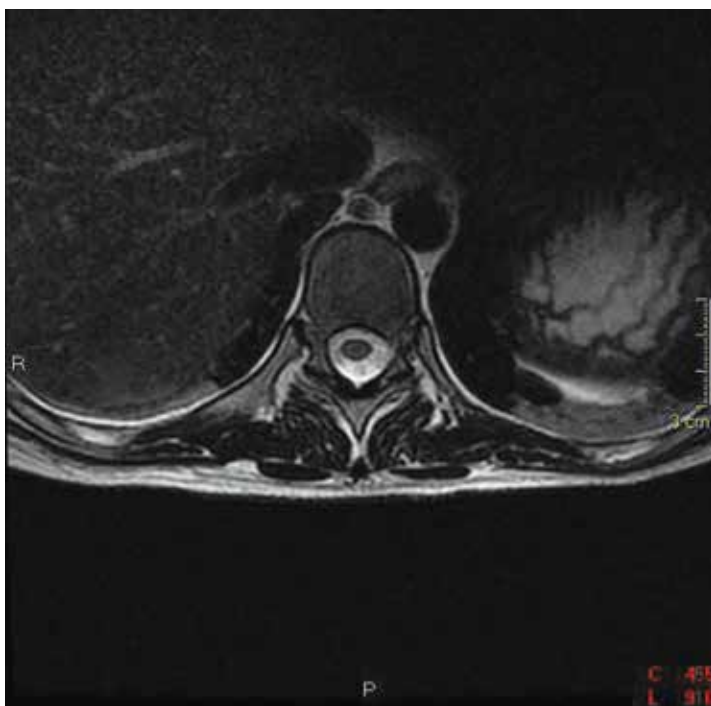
Imagem axial de ressonância magnética (ponderada em T2) mostrando reabsorção de hematoma subdural.
